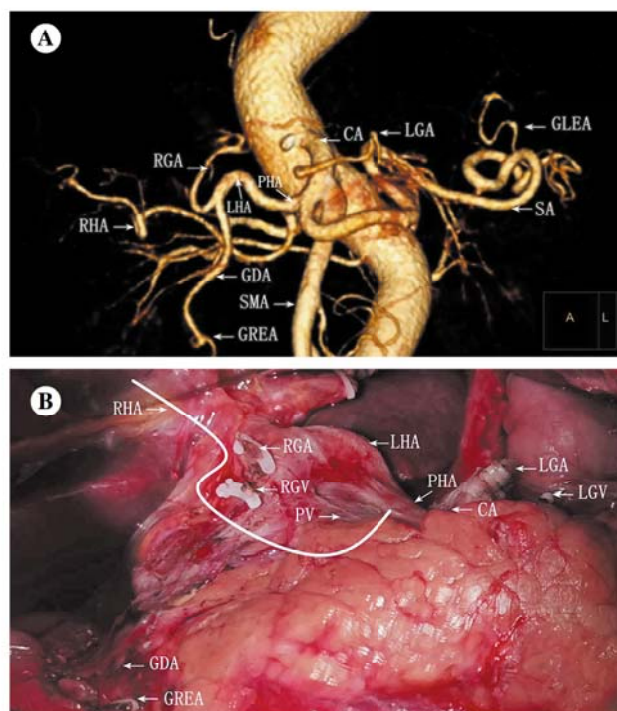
胃周血管的左侧位 30°CT 血管造影图与术中所见图
